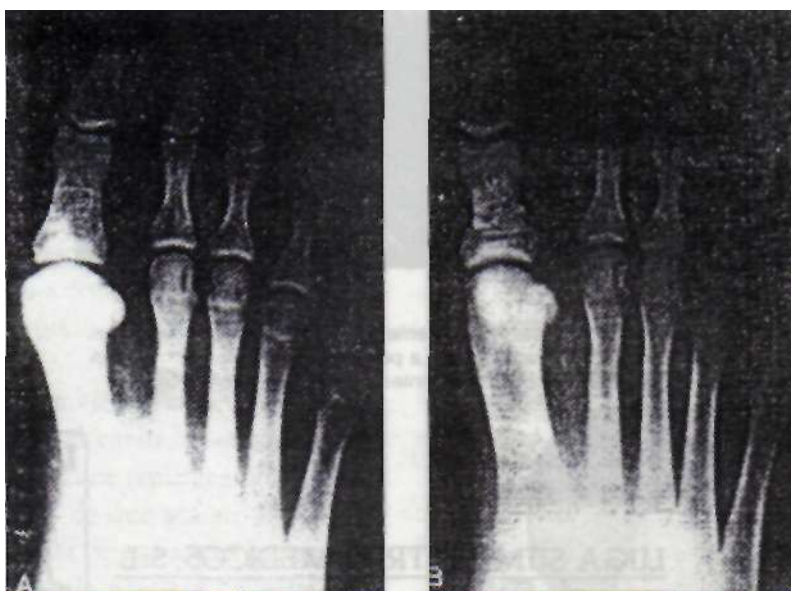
Ejemplo de una deformidad leve del HAV. A. Radiografía del preoperatorio. B. el mismo paciente 1 año después de la operación.
